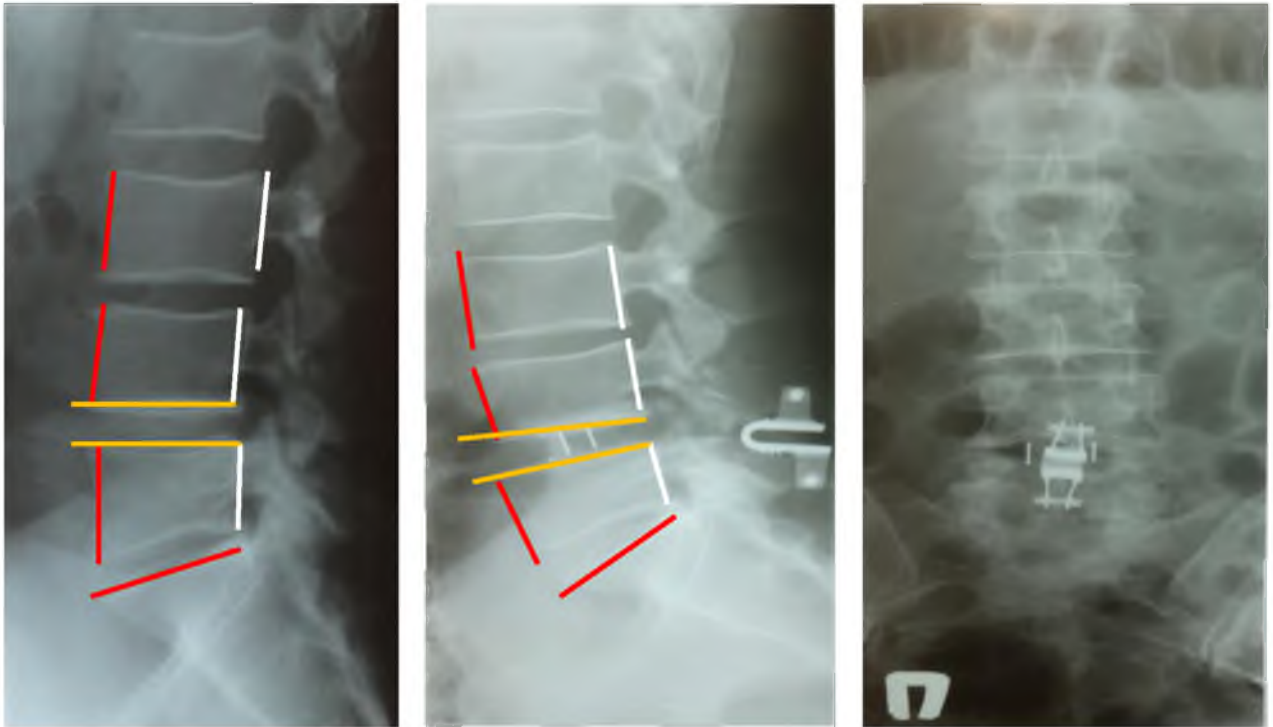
Рентгенограммы пациента Т. До и после хирургического лечения дегенеративного спондилолистеза L_{IV} (линейное смещение 8 мм.) с применением межтелового спондилодеза и ригидной межкостистой фиксации
